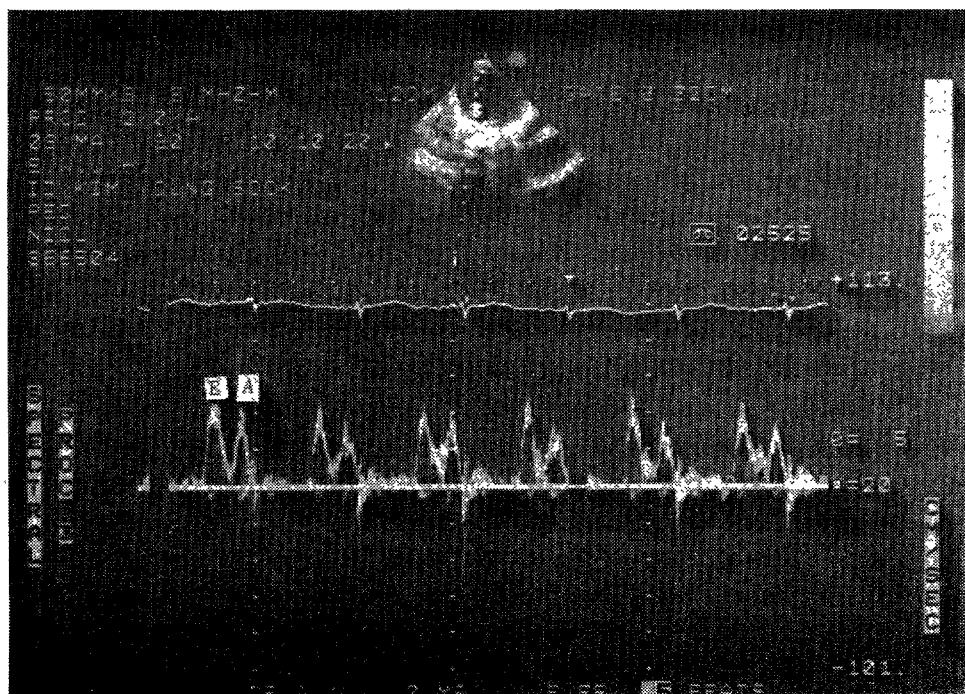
Two dimensional and pulsed wave Doppler echocardiogram of mitral valve.
